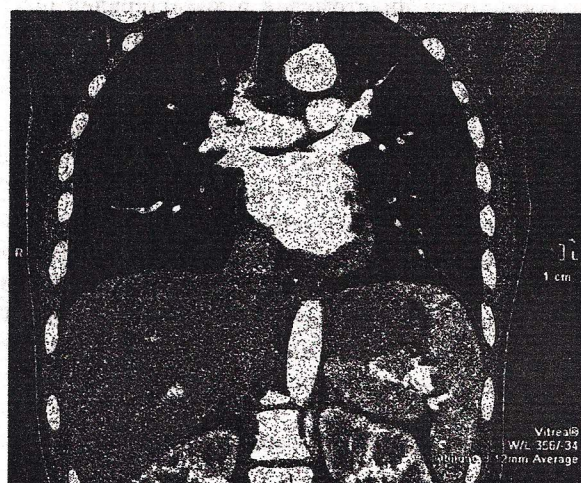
Коронарная реконструкция грудной клетки и части брюшной полости, полученная с помощью спиральной компьютерной томографии
